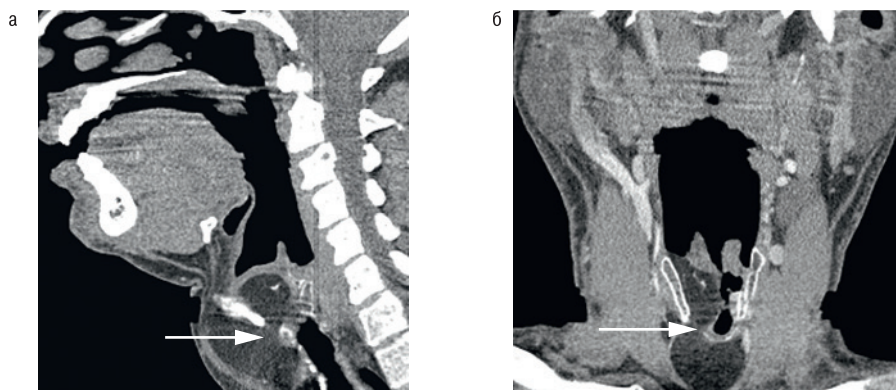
КТ шеи в артериальную фазу болюсного введения йодсодержащего контрастного вещества
